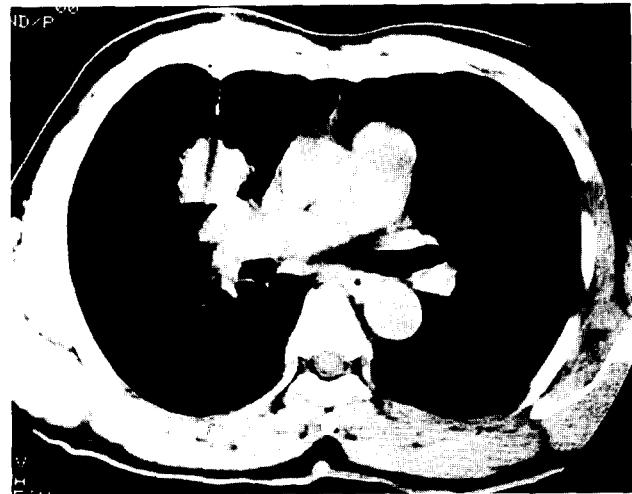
Percutaneous transthoracic fine needle biopsy was done via right anterior chest wall.
